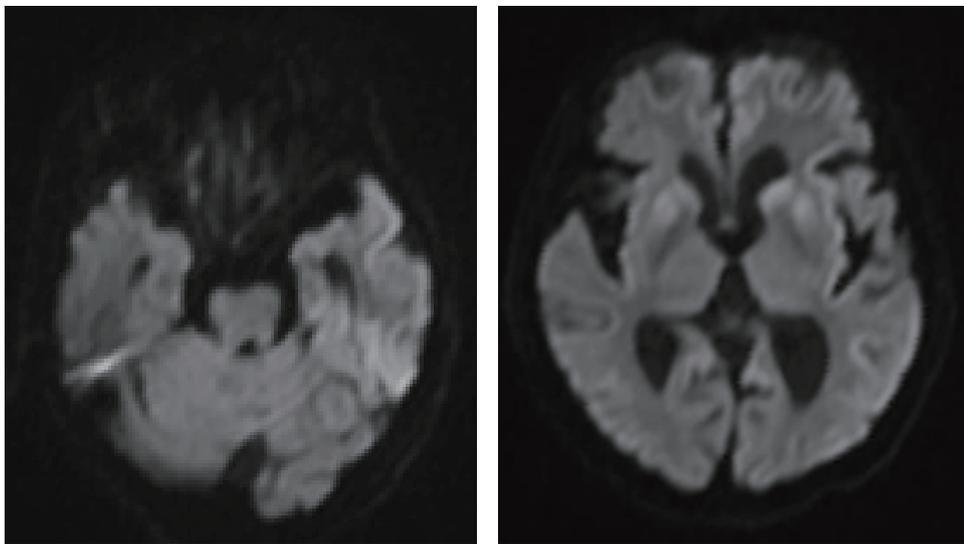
頭部MRI拡散強調画像 両側尾状核, 被殻, 皮質に高信号を認める.
